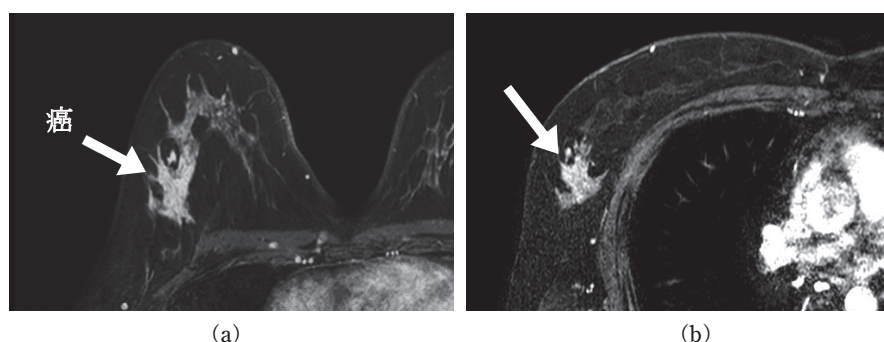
(a) 腹臥位MRIと(b)背臥位MRI間の乳房と癌の変形、並びに癌の移動
